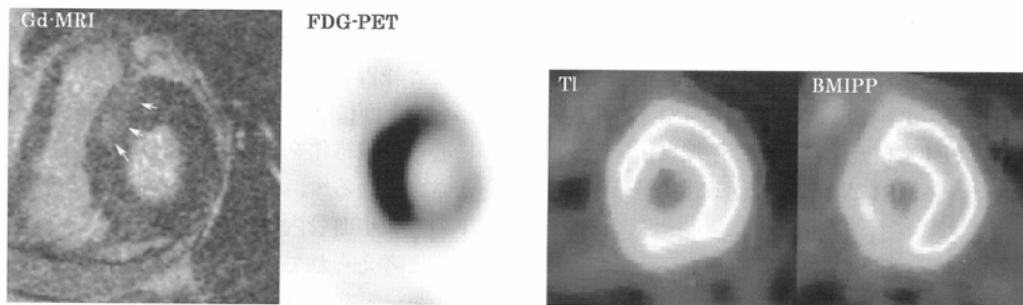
Base of left ventricle short-axis images on Gd-delayed-enhancement MRI, FDG-PET, ^{201}Tl , and ^{123}I -BMIPP SPECT. Gd-MRI shows slight enhancement at the base of the septum (arrows). FDG-PET shows clearly high FDG uptake in approximately the same area. TI and BMIPP-uptake are decreased markedly in the area.
